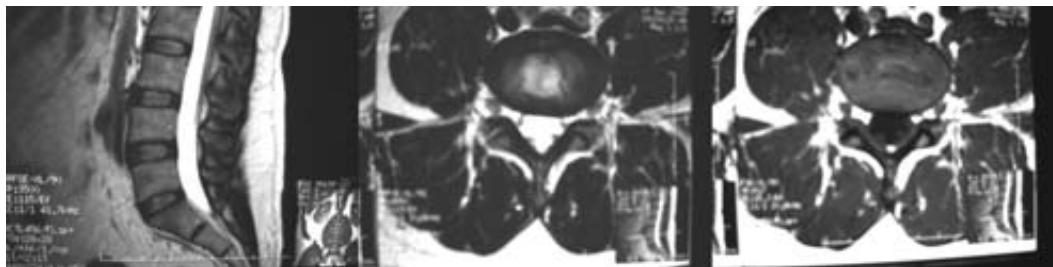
Resonancia magnética de columna lumbar 20 meses después del ingreso del paciente; puede observarse completa resolución del hematoma subdural lumbar.
